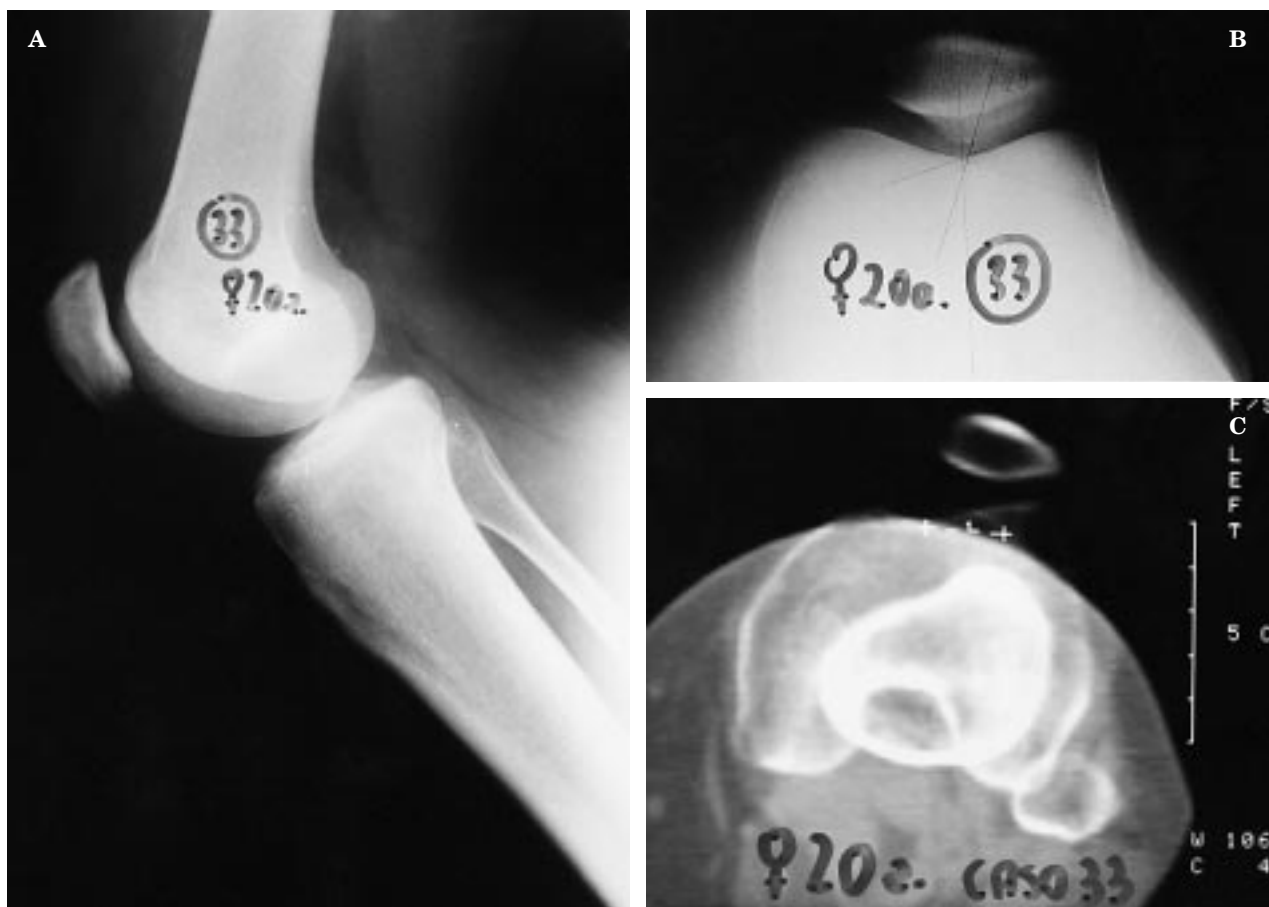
Mujer de veinte años con luxación recidivante de rótula que fue intervenida mediante realineación distal con descenso y medialización. A: Radiografía lateral en la que se aprecia patela alta. B: Radiografía axial en la que se observa subluxación (ángulo de congruencia de 20°+). C: TAC con el cálculo de la distancia TAGT (20 mm).
